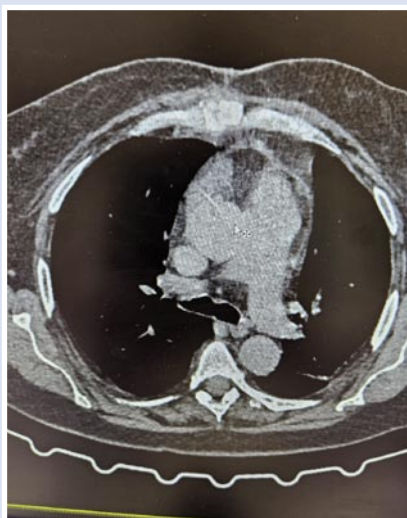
Контрольное КТ грудины: консолидация, полное сопоставление.
